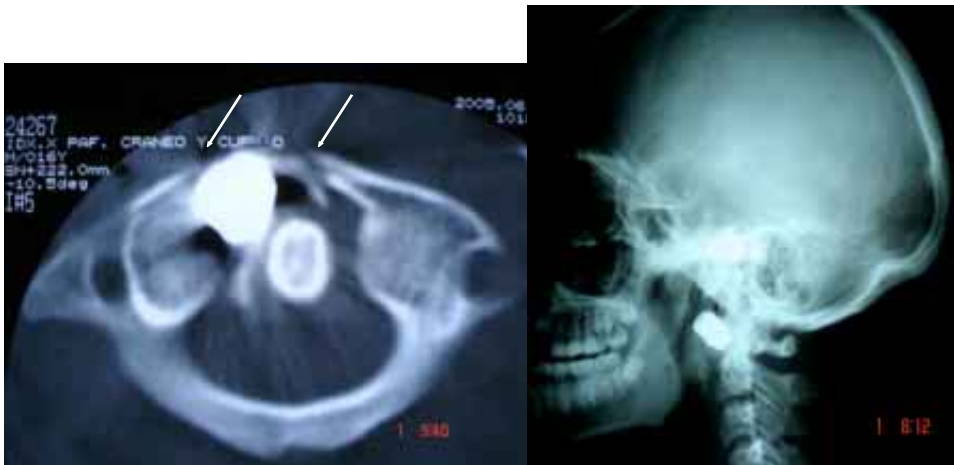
Corte axial de tomografía a nivel C1-C2 y Rx lateral de columna cervical observándose el sitio de alojamiento del PAF y la fractura del arco anterior de C1 (flechas).
